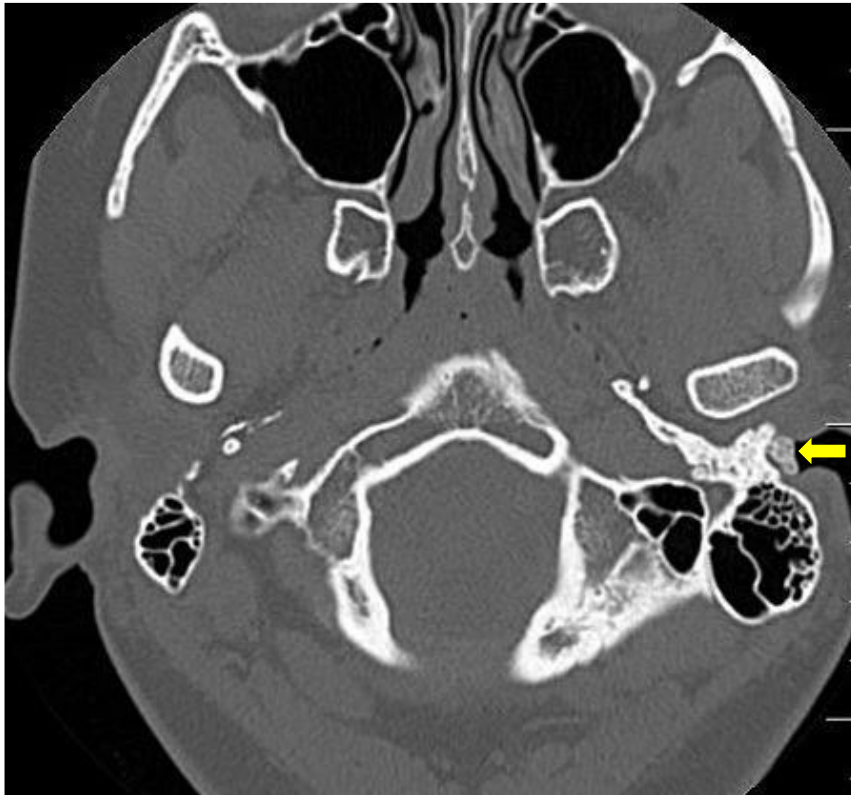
Tomografia computadorizada de ouvido – Corte Axial em topografia do ouvido, evidenciando formação óssea pedunculada em parede inferior do CAE (seta Amarela).
